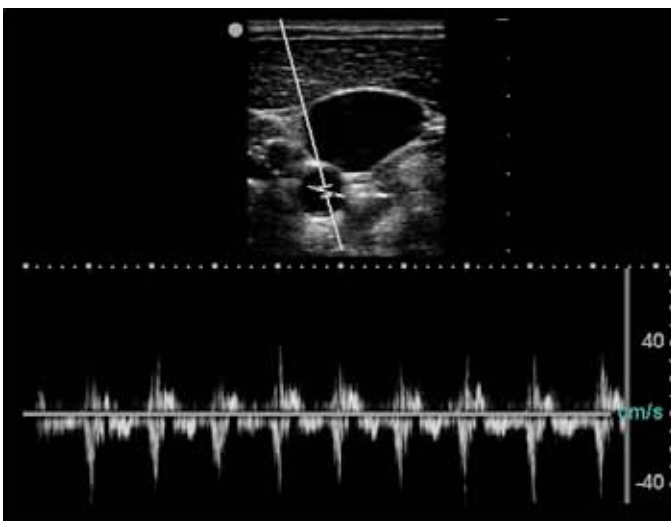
Doppler à impulsion sur un vaisseau montre le flux artériel pulsatile.
